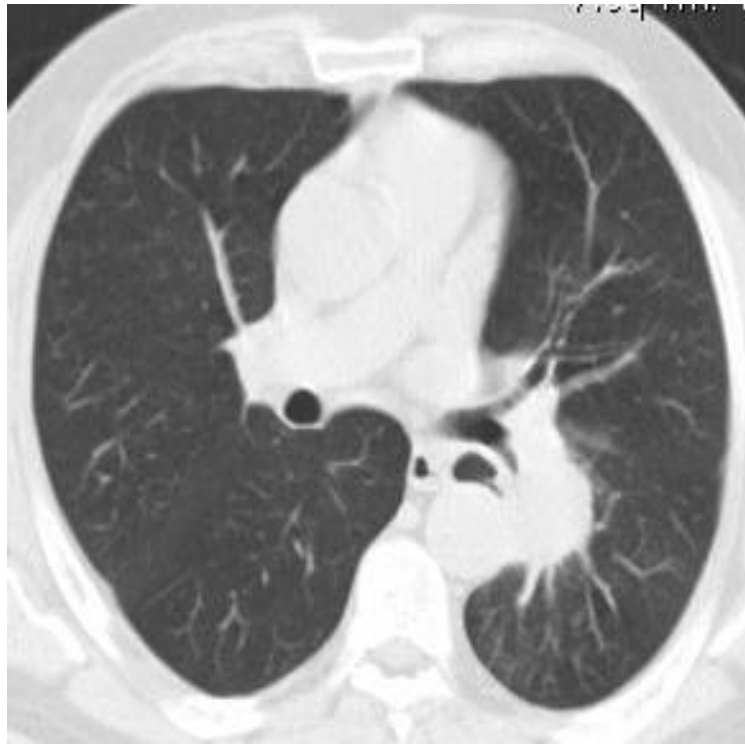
Компьютерная томограмма больного раком нижней доли левого легкого до и после предоперационного лечения.
